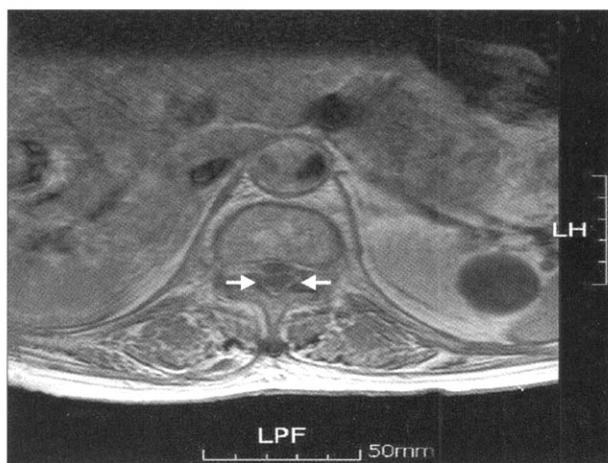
T1-weighted axial image with Gd-DTPA enhancement shows peripherally enhanced rim lesion without internal enhancement in epidural space. This lesion compresses the posterior thecal sac at T10-11.
